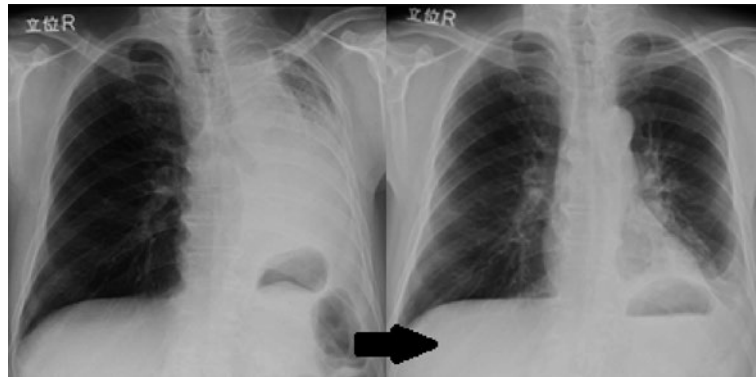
初診時と化学療法開始6日目の胸部単純X線写真. 左の無気肺は劇的に改善している.
